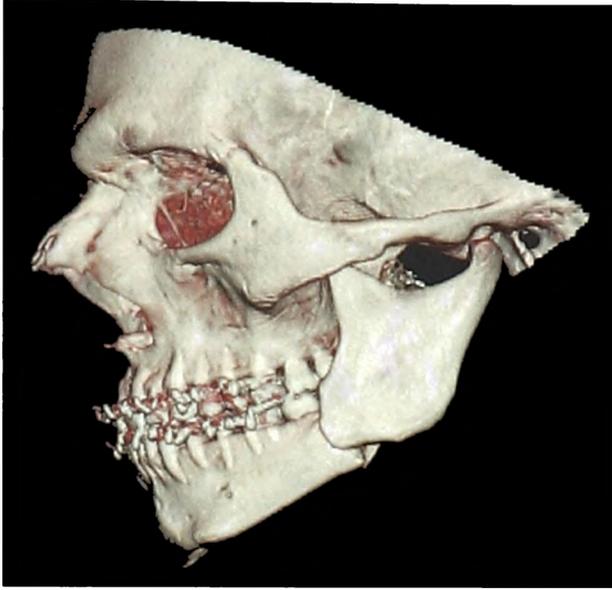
Компьютерная томография 3D больного А. с переломом угла нижней челюсти слева со смещением (до операции)
